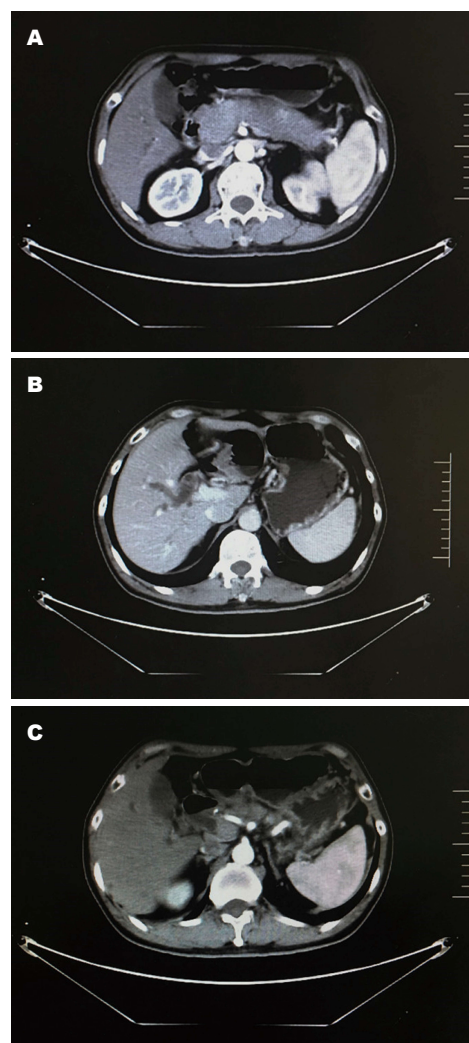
患者治疗前上腹部强化CT动脉期。A: 胰腺呈“腊肠样”改变, 弥漫性增粗, 以胰头为主, 强化后密度呈不均匀改变; B: 扩张的肝内胆管; C: 扩张的胆总管。CT: 计算机断层扫描。
